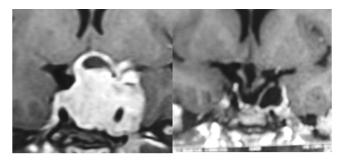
Imagen de resonancia magnética (cortes coronales con reforzamiento con gadolinio) antes (izquierda) y 8 meses después (derecha) del tratamiento primario con octreótido LAR mensual.
